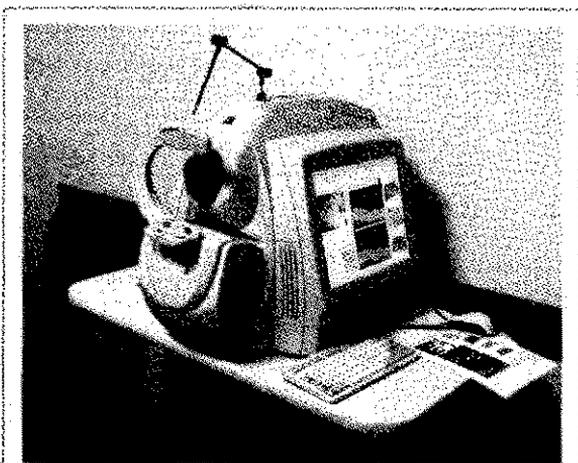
Оптический когерентный томограф
